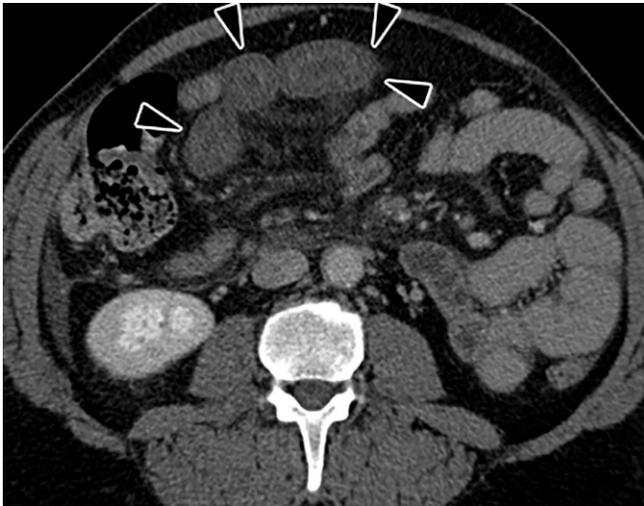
▲ Patient mit akutem Abdomen, erhöhtem Serumlaktat und Hyperkaliämie: In der portalvenösen Computertomographie zeigt sich eine verdickte Darmwand mit fehlender Kontrastierung als indirektes Zeichen der Mesenterialischämie (schwarze Pfeilspitzen)
